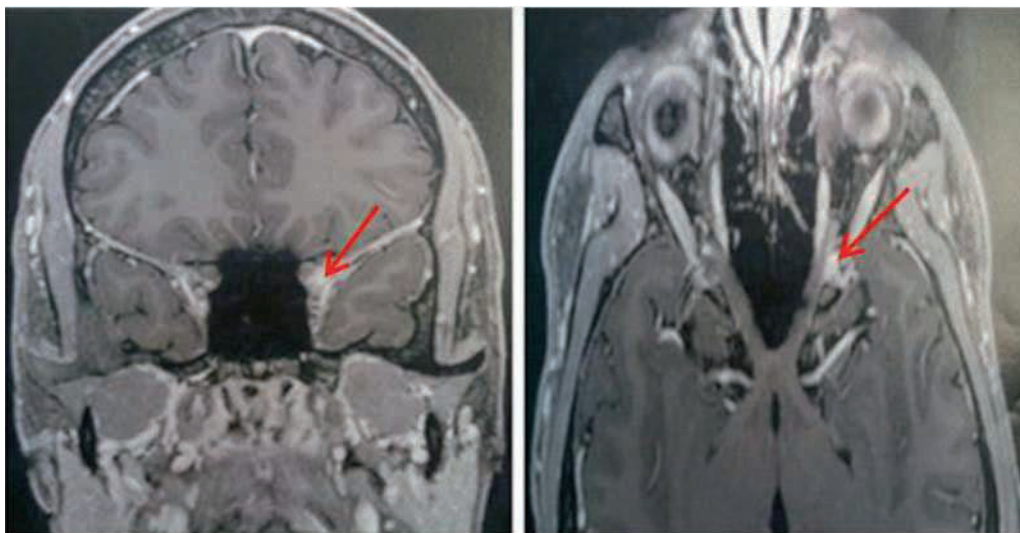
RMN Cerebral y Órbitas con Gadolinio: En senos cavernosos y órbitas: En las secuencias T1 con Gadolinio, se identifica engrosamiento y realce asimétrico del tejido que rodea las estructuras del seno cavernoso izquierdo, con realce que se proyecta a través del ápex orbitario comprometiendo la fisura orbitaria superior y el canal óptico, con evidencia de compresión sobre el nervio óptico. Posteriormente el realce se extiende hacia el tentorio.
